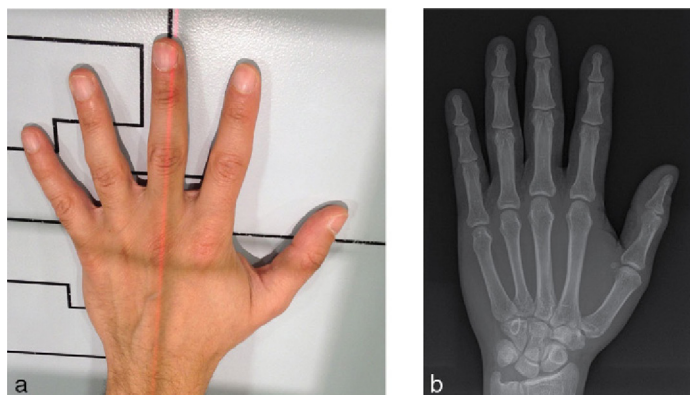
Radiographie main de face, rayon postéro-antérieur.
